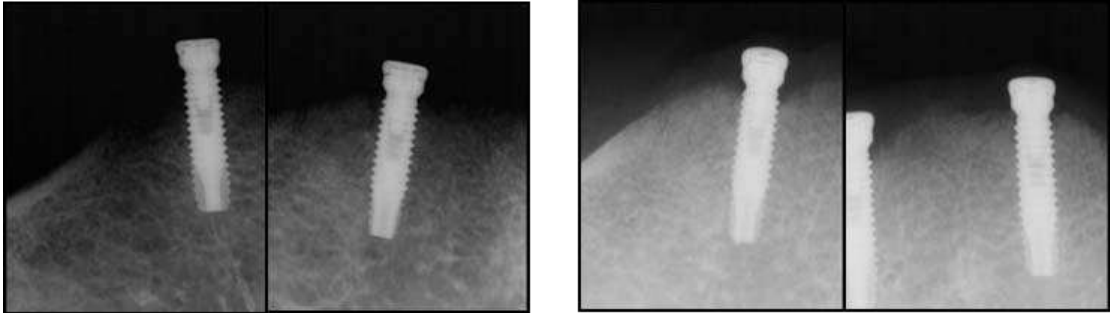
임플란트 식립 1주 후(좌측)와 4개월 후(우측)의 방사선 사진.
